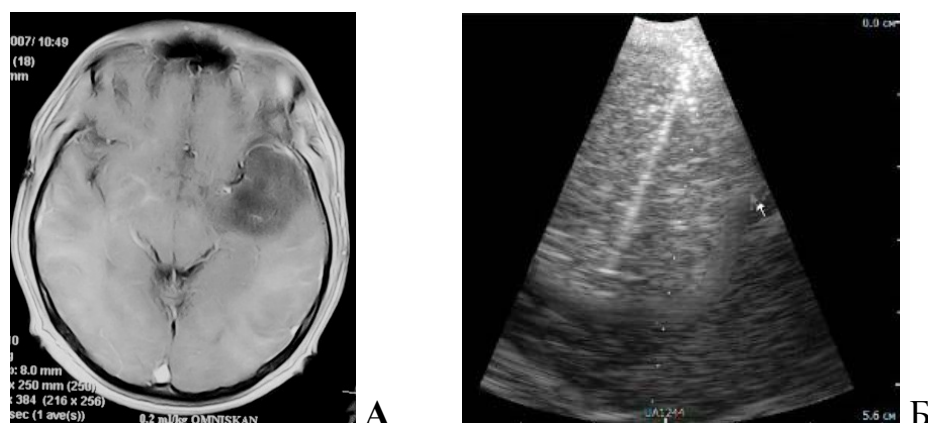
МРТ головного мозга и данные ИС пациента М., 28 лет с фибриллярной астроцитомой левой височной доли. А – T1-взвешенное изображение МРТ головного мозга с контрастированием – гиподенсивное образование в левой височной доле, не накапливающее контрастное вещество. Б – данные интраоперационной сонографии во время проведения биопсии опухоли – гиперэхогенное образование с ровными четкими контурами, в образовании визуализируется биопсийная игла.
